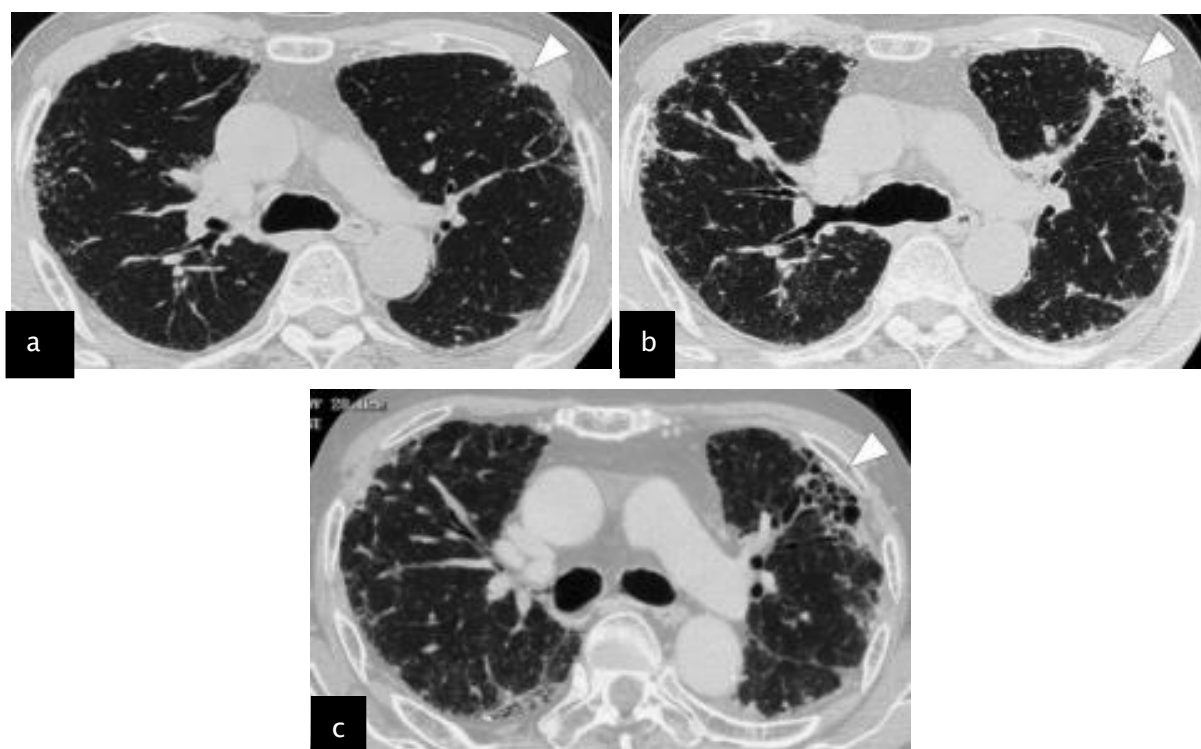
TDM en fenêtre parenchymateuse coupe axiale chez un patient âgé de 75ans. (A) La HRCT initiale montre des réticulations sous-pleurales (pointes de flèche). (B) TDM de suivi après 36 mois montre une aggravation des réticulations sous-pleurales (pointe de flèche). (C) La TDM de suivi montre une progression des réticulations sous-pleurales et de la bronchectasie de traction vers un rayon de miel franc avec bronchectasie de traction (pointe de flèche). (56)
